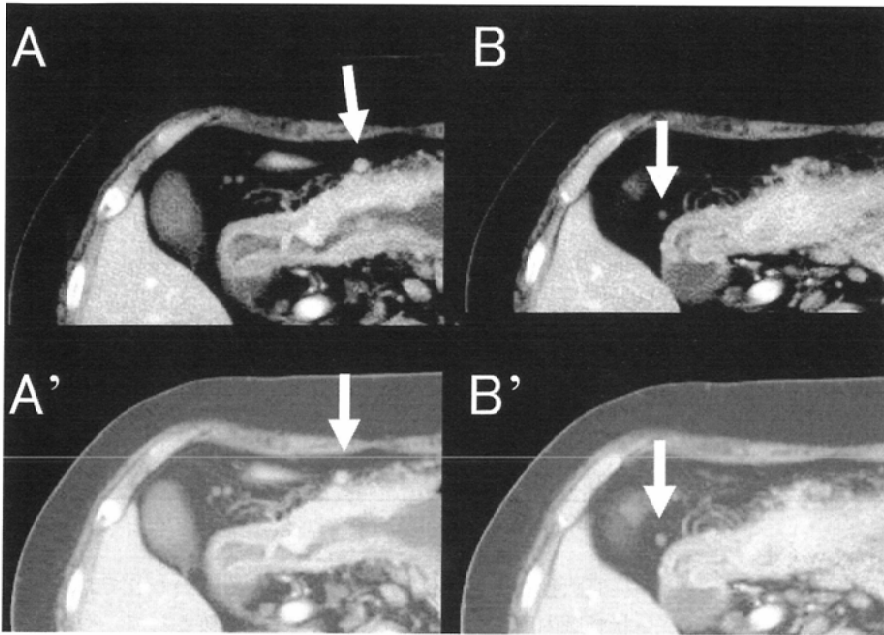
Difference in findings of intraperitoneal nodules by the CT window setting. Upper cases (A and B) are conventional CT images (window width 250 HU, window level 60 HU) and lower cases (A' and B') are fat weighted images (window width 400 HU, window level 0 HU). A and A', B and B' are the same slice planes and white arrows indicate intraperitoneal nodules. Fat weighted images facilitate the identification of the smaller nodules.
